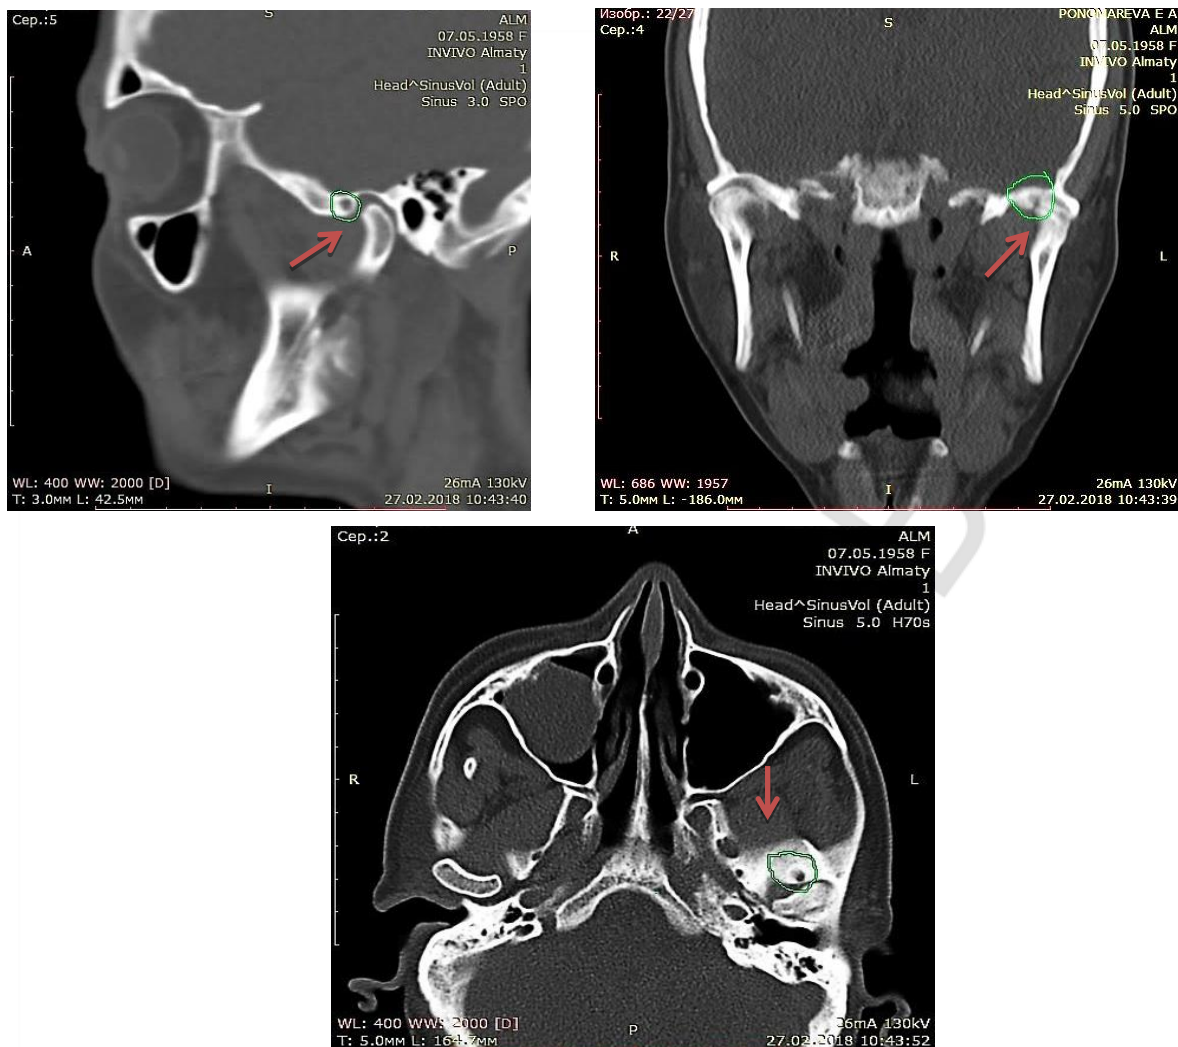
На компьютерных томограммах ВНЧС слева в сагиттальной, фронтальной и коронарной проекциях определяется кистозная полость размером до 0,4x0,4x0,5 см, сообщающаяся с суставной полостью
